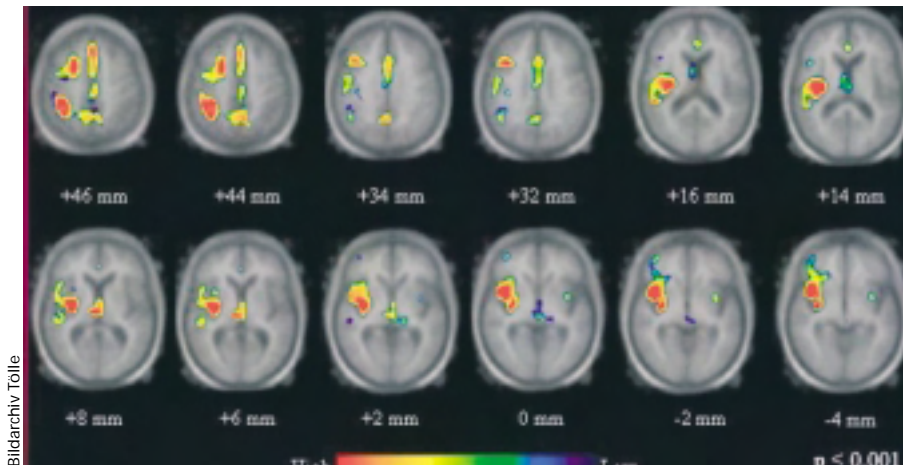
Liganden-PET bei Patienten mit zentralem Schmerz nach Schlaganfall zeigt eine Reduktion der C-11-Diprenorphinbindung entsprechend den Veränderungen im opioidergen System (vor allem kontralaterale Hemisphäre und bilateral in Bereichen der Mittellinie).
